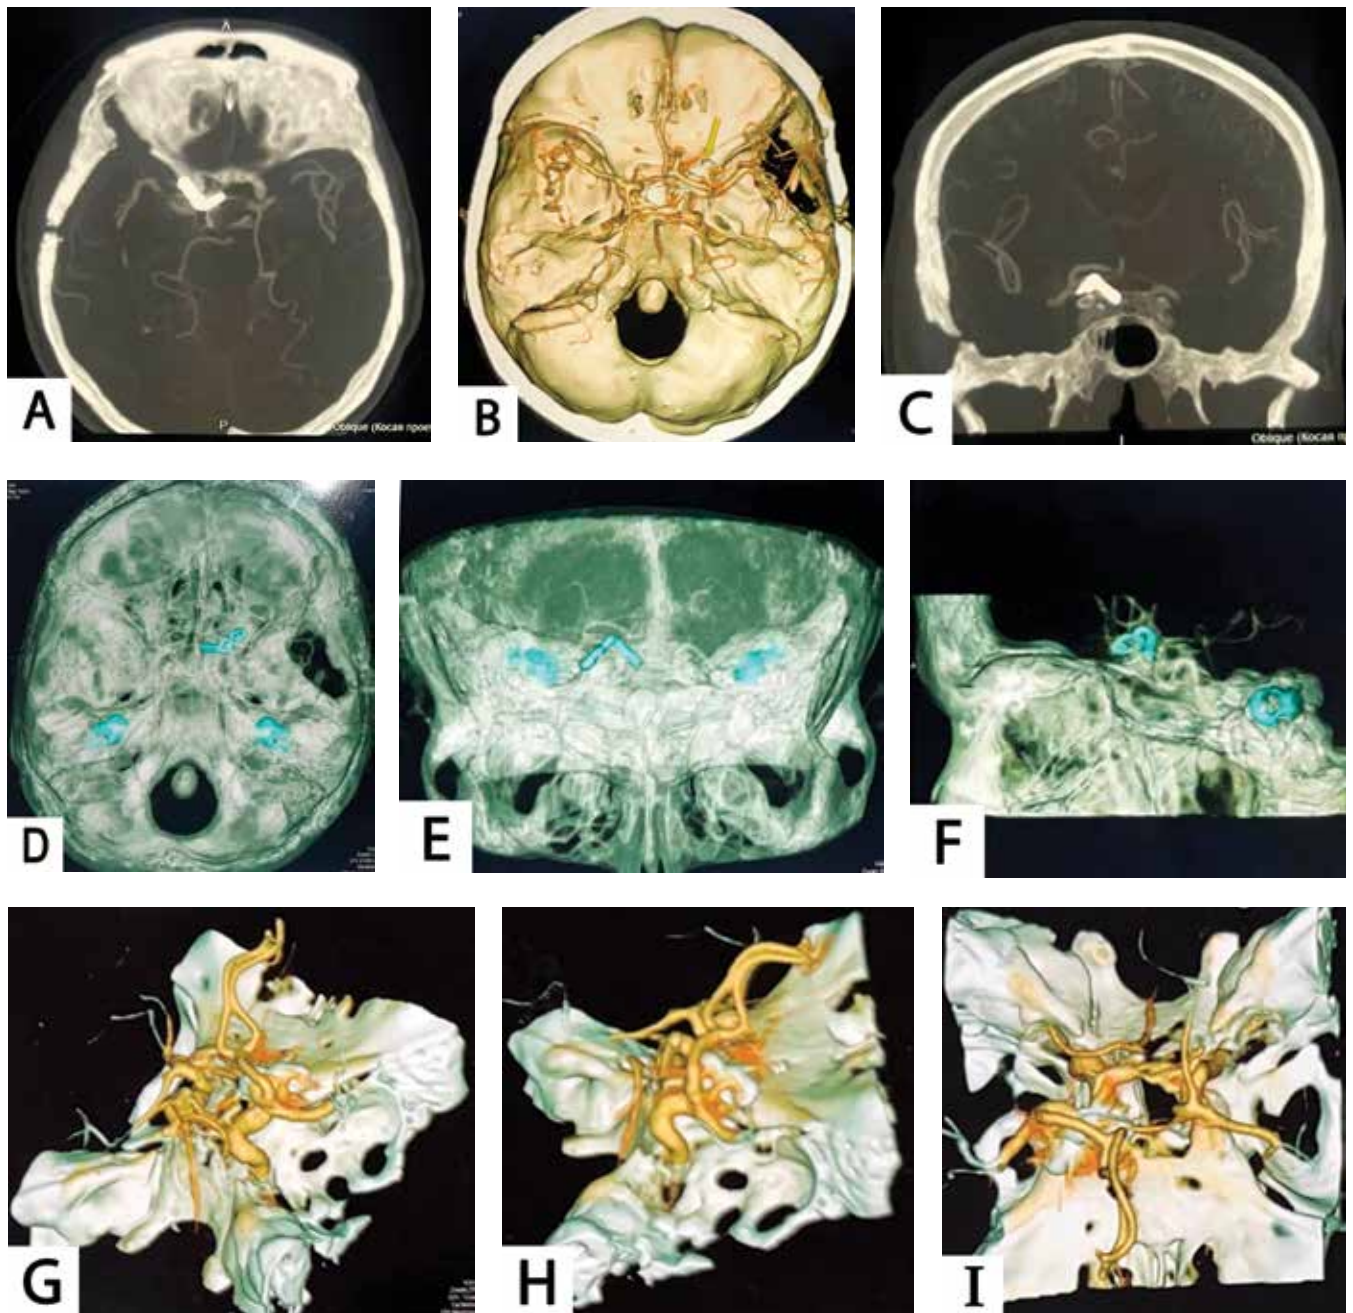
МСКТ-ангиография после клипирования АА супраклиноидного сегмента ВСА справа. А, С – режим МІР, аксиальная и фронтальная проекции: клипса в области шейки правой ВСА. В – 3D-КТА после клипирования. D-F – 3D-КТА, аксиальная, фронтальная и сагиттальная проекции: АА клипирована. G-I – 3D-КТА с реконструкцией: тотальное выключение аневризмы
